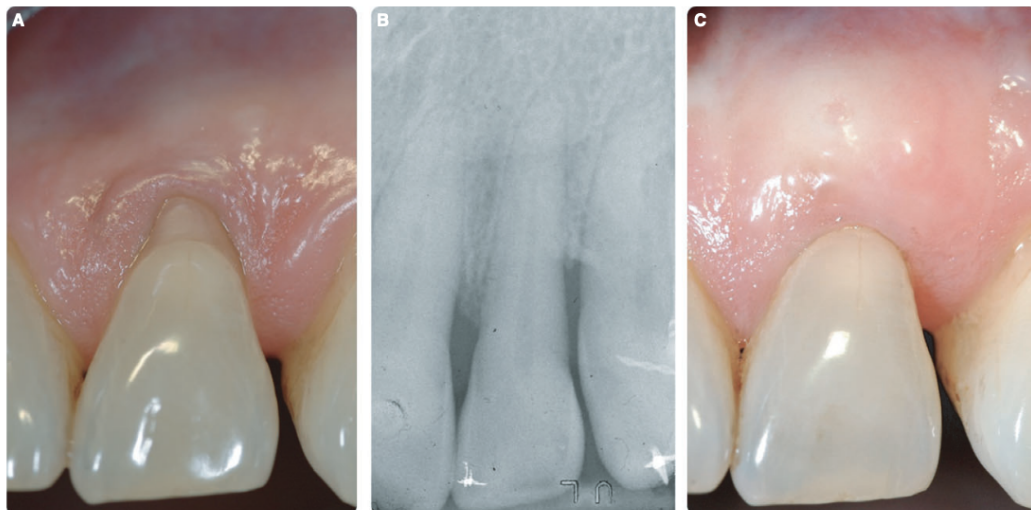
(A) Recesión gingival de Miller tipo 2 (la pérdida clínica interdental de apego es mayor que la detectable en el sitio bucal) (B) Radiografía periapical que demuestra la pérdida de hueso. (C) Cobertura radicular completa 1 año después de la cirugía; La recesión se trató con colgajo desplazado coronal + injerto de tejido conectivo. Había una profundidad de sondeo mínima en los sitios bucales e interproximales.
